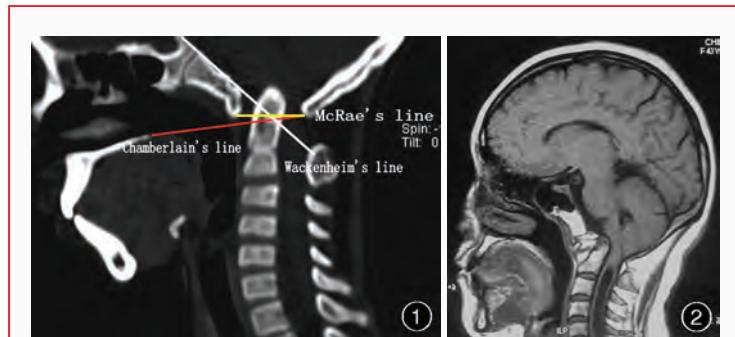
正中矢状位CT测量线 图2 正中矢状位MRI扫描显示，寰枢椎脱位合并脊髓空洞
